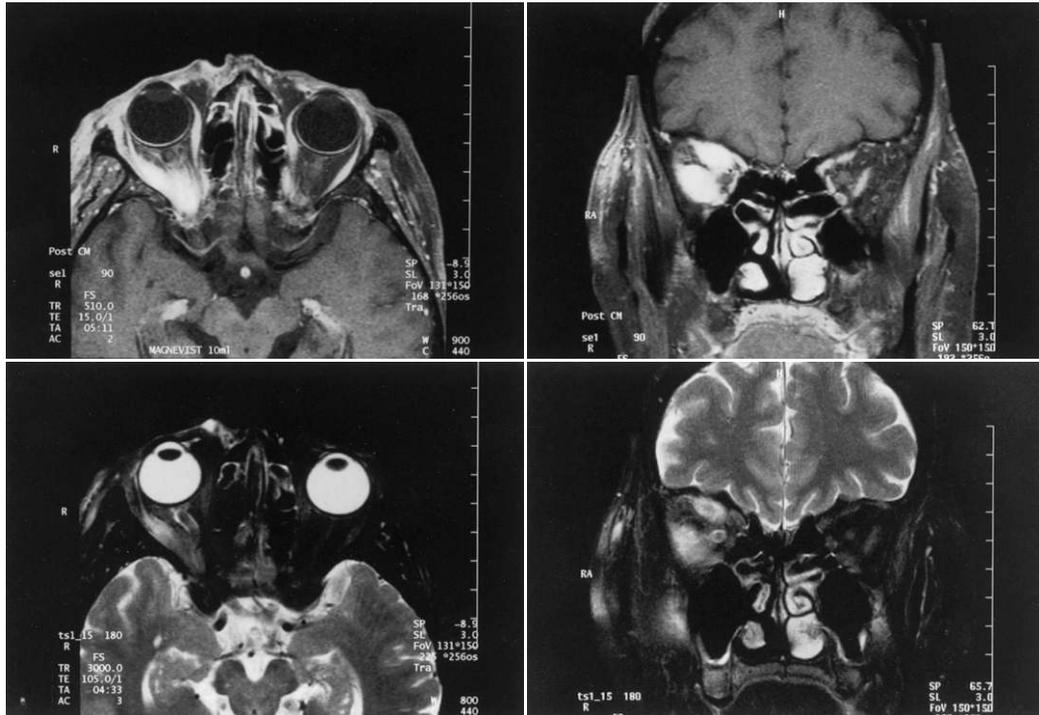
初診時の magnetic resonance imaging (MRI) 所見.
